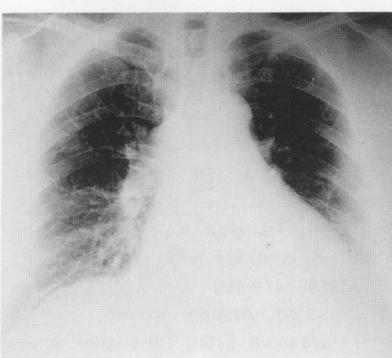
Chest radiograph shows enlargement of the azygos knob.
